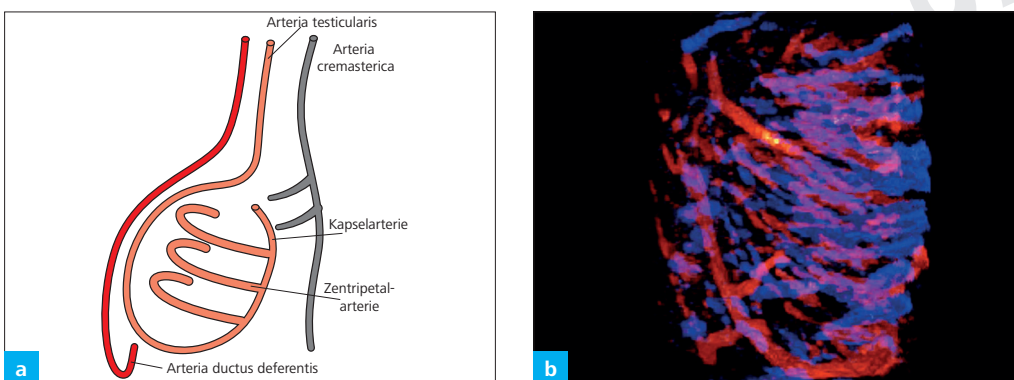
(a) Grafische Darstellung der arteriellen Gefäßversorgung von Hoden, Nebenhoden, Ductus deferens und Skrotalhüllen; (b) 3D-Doppler-Bild der Hodendurchblutung
